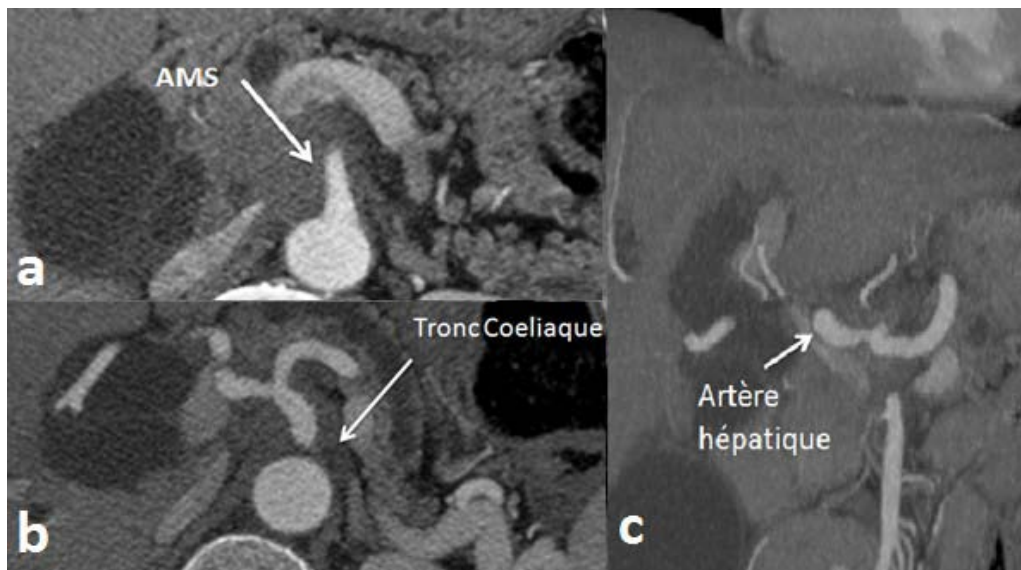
TDM abdominale au temps pancréatique
